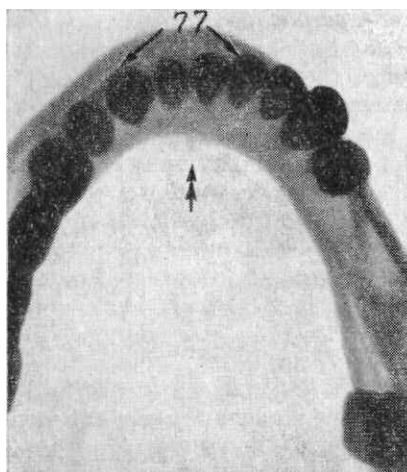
Прицельная рентгенограмма подбородочной области.
